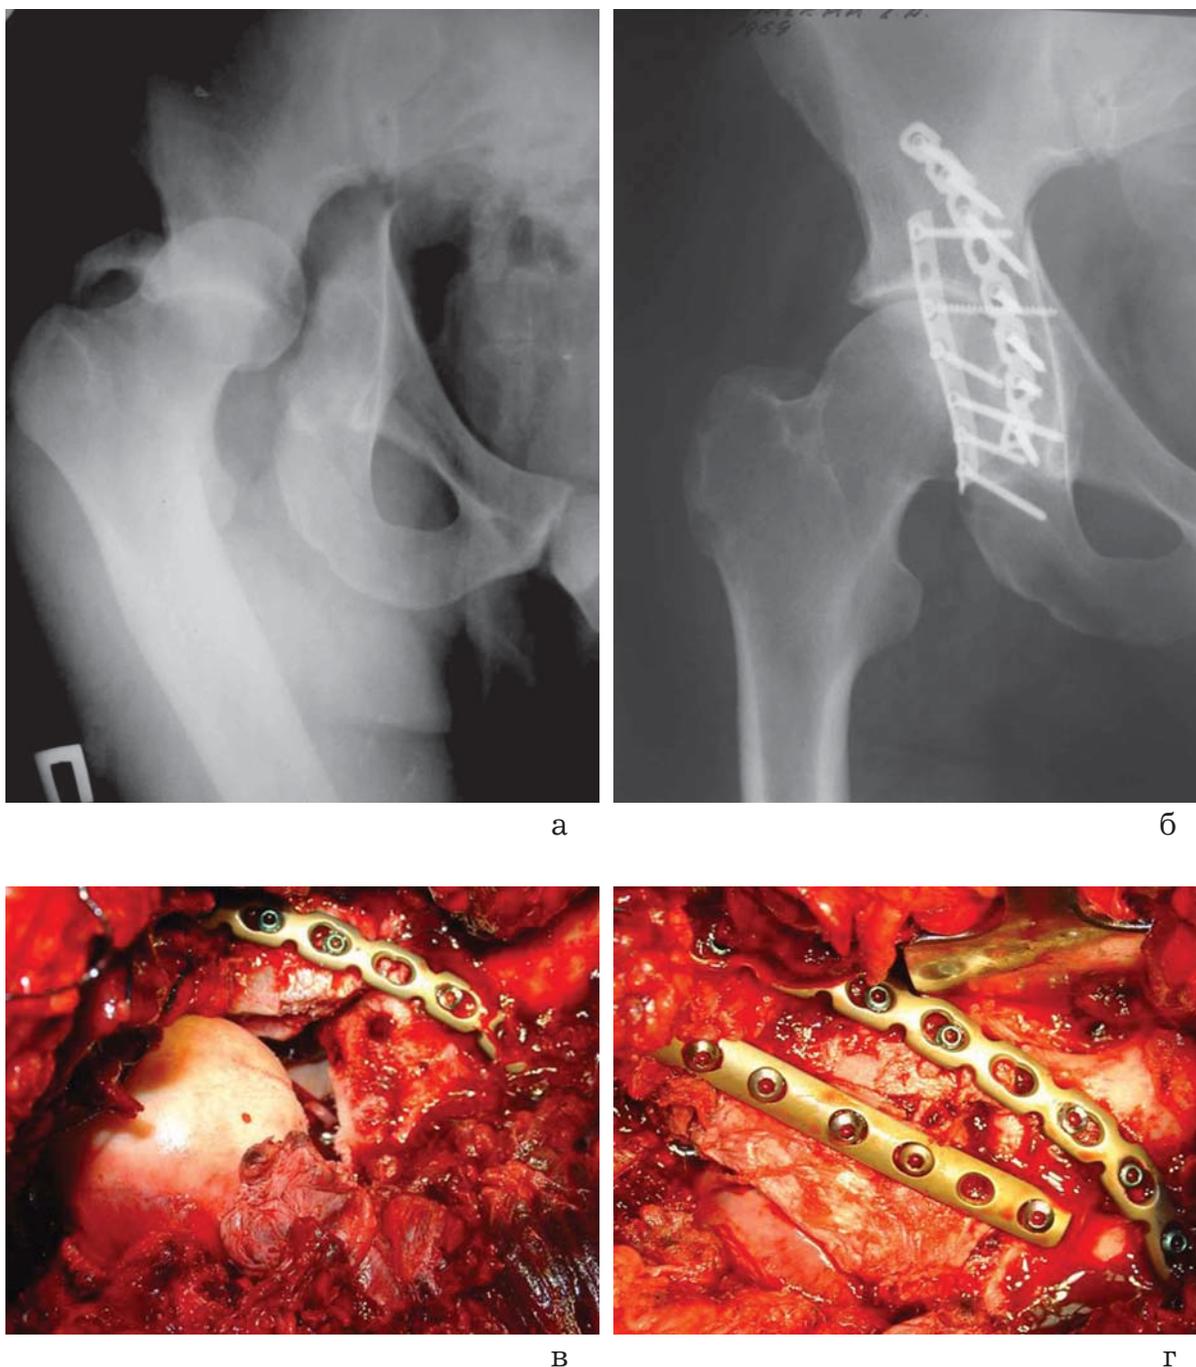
Рентгенограммы тазобедренного сустава до (а) и после (б) открытой репозиции таза и остеосинтеза вертлужной впадины по поводу оскольчатого чрезвертлужного перелома с вывихом головки бедра; в, г – этапы репозиции и фиксации задней колонны двумя реконструктивными пластинами.
